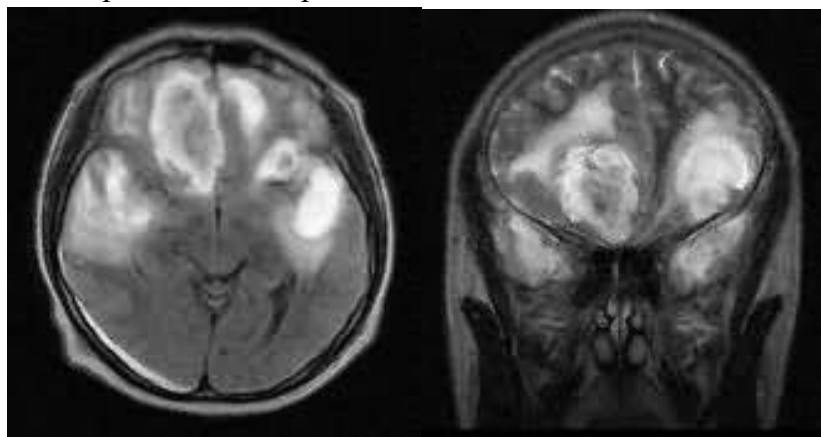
МРТ. Больной Л., 41 год.
